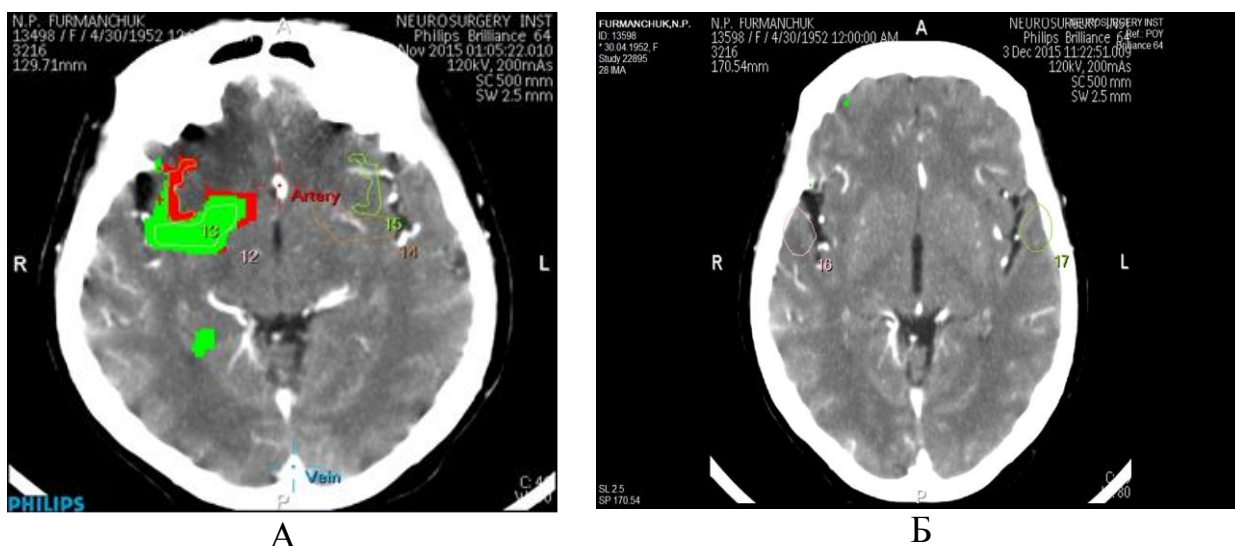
МСКТ ГМ пацієнтки Ф., 63 роки, діагноз: ІХС. Стенокардія напруги ІV ФК. Атеросклеротичний аорто-кардіосклероз. Стенозуючий коронаросклероз. СН ІІ А. Гіпертонічна хвороба ІІІ стадії, 1 ступеня. Стан після перенесеної ТІА. Стеноз брахіоцефальних судин. Цукровий діабет ІІ типу, інсулінзалежний. Хронічний пієлонефрит. Хронічний езофагогастроуденіт (історія хвороби 6309, І-ша група).
